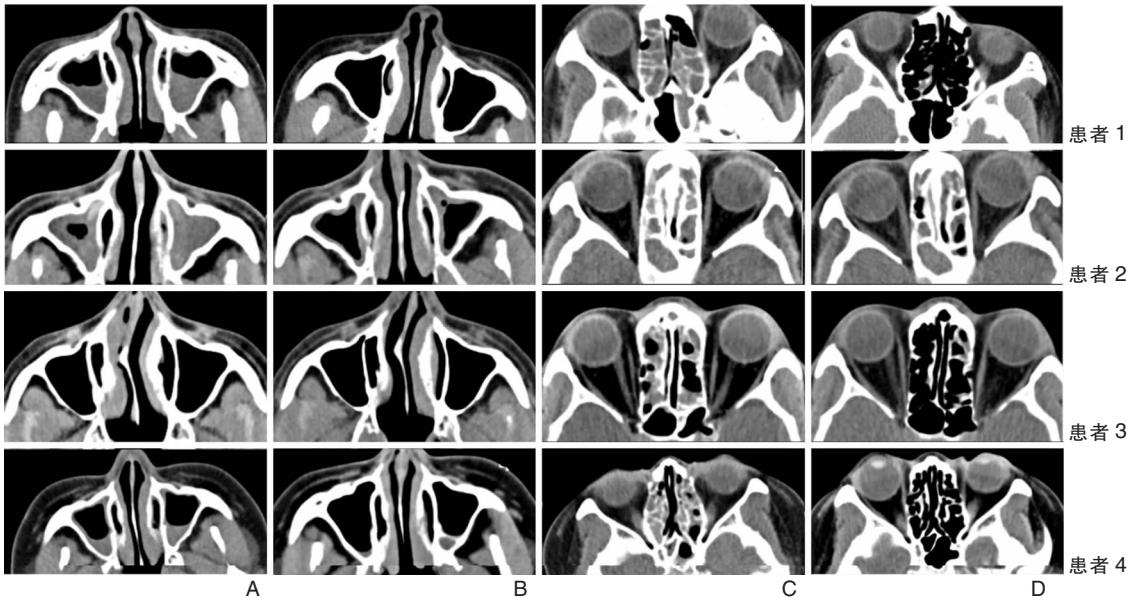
4例 CRSwNP 患者使用度普利尤单抗治疗前后鼻窦 CT 对比 A:治疗前上颌窦; B:治疗后上颌窦; C:治疗前筛窦、蝶窦; D:治疗后筛窦、蝶窦
